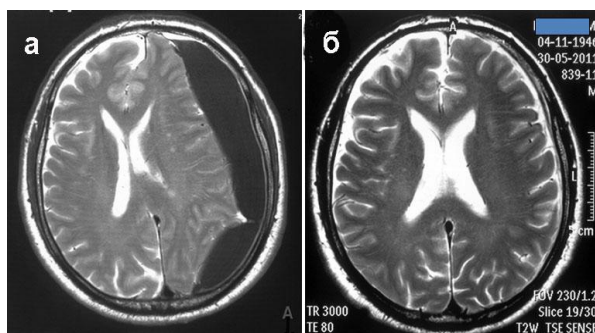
МРТ-динамика левосторонней ХСГ у 67-летнего больного: МРТ от 10.03.2011 год:
